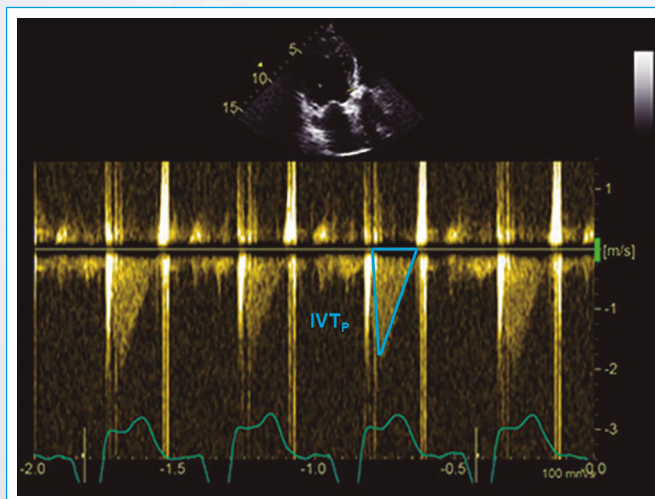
Registro con Doppler continuo de la integral velocidad tiempo a través de una prótesis aórtica (IVT_p) desde el plano apical de tres cámaras
